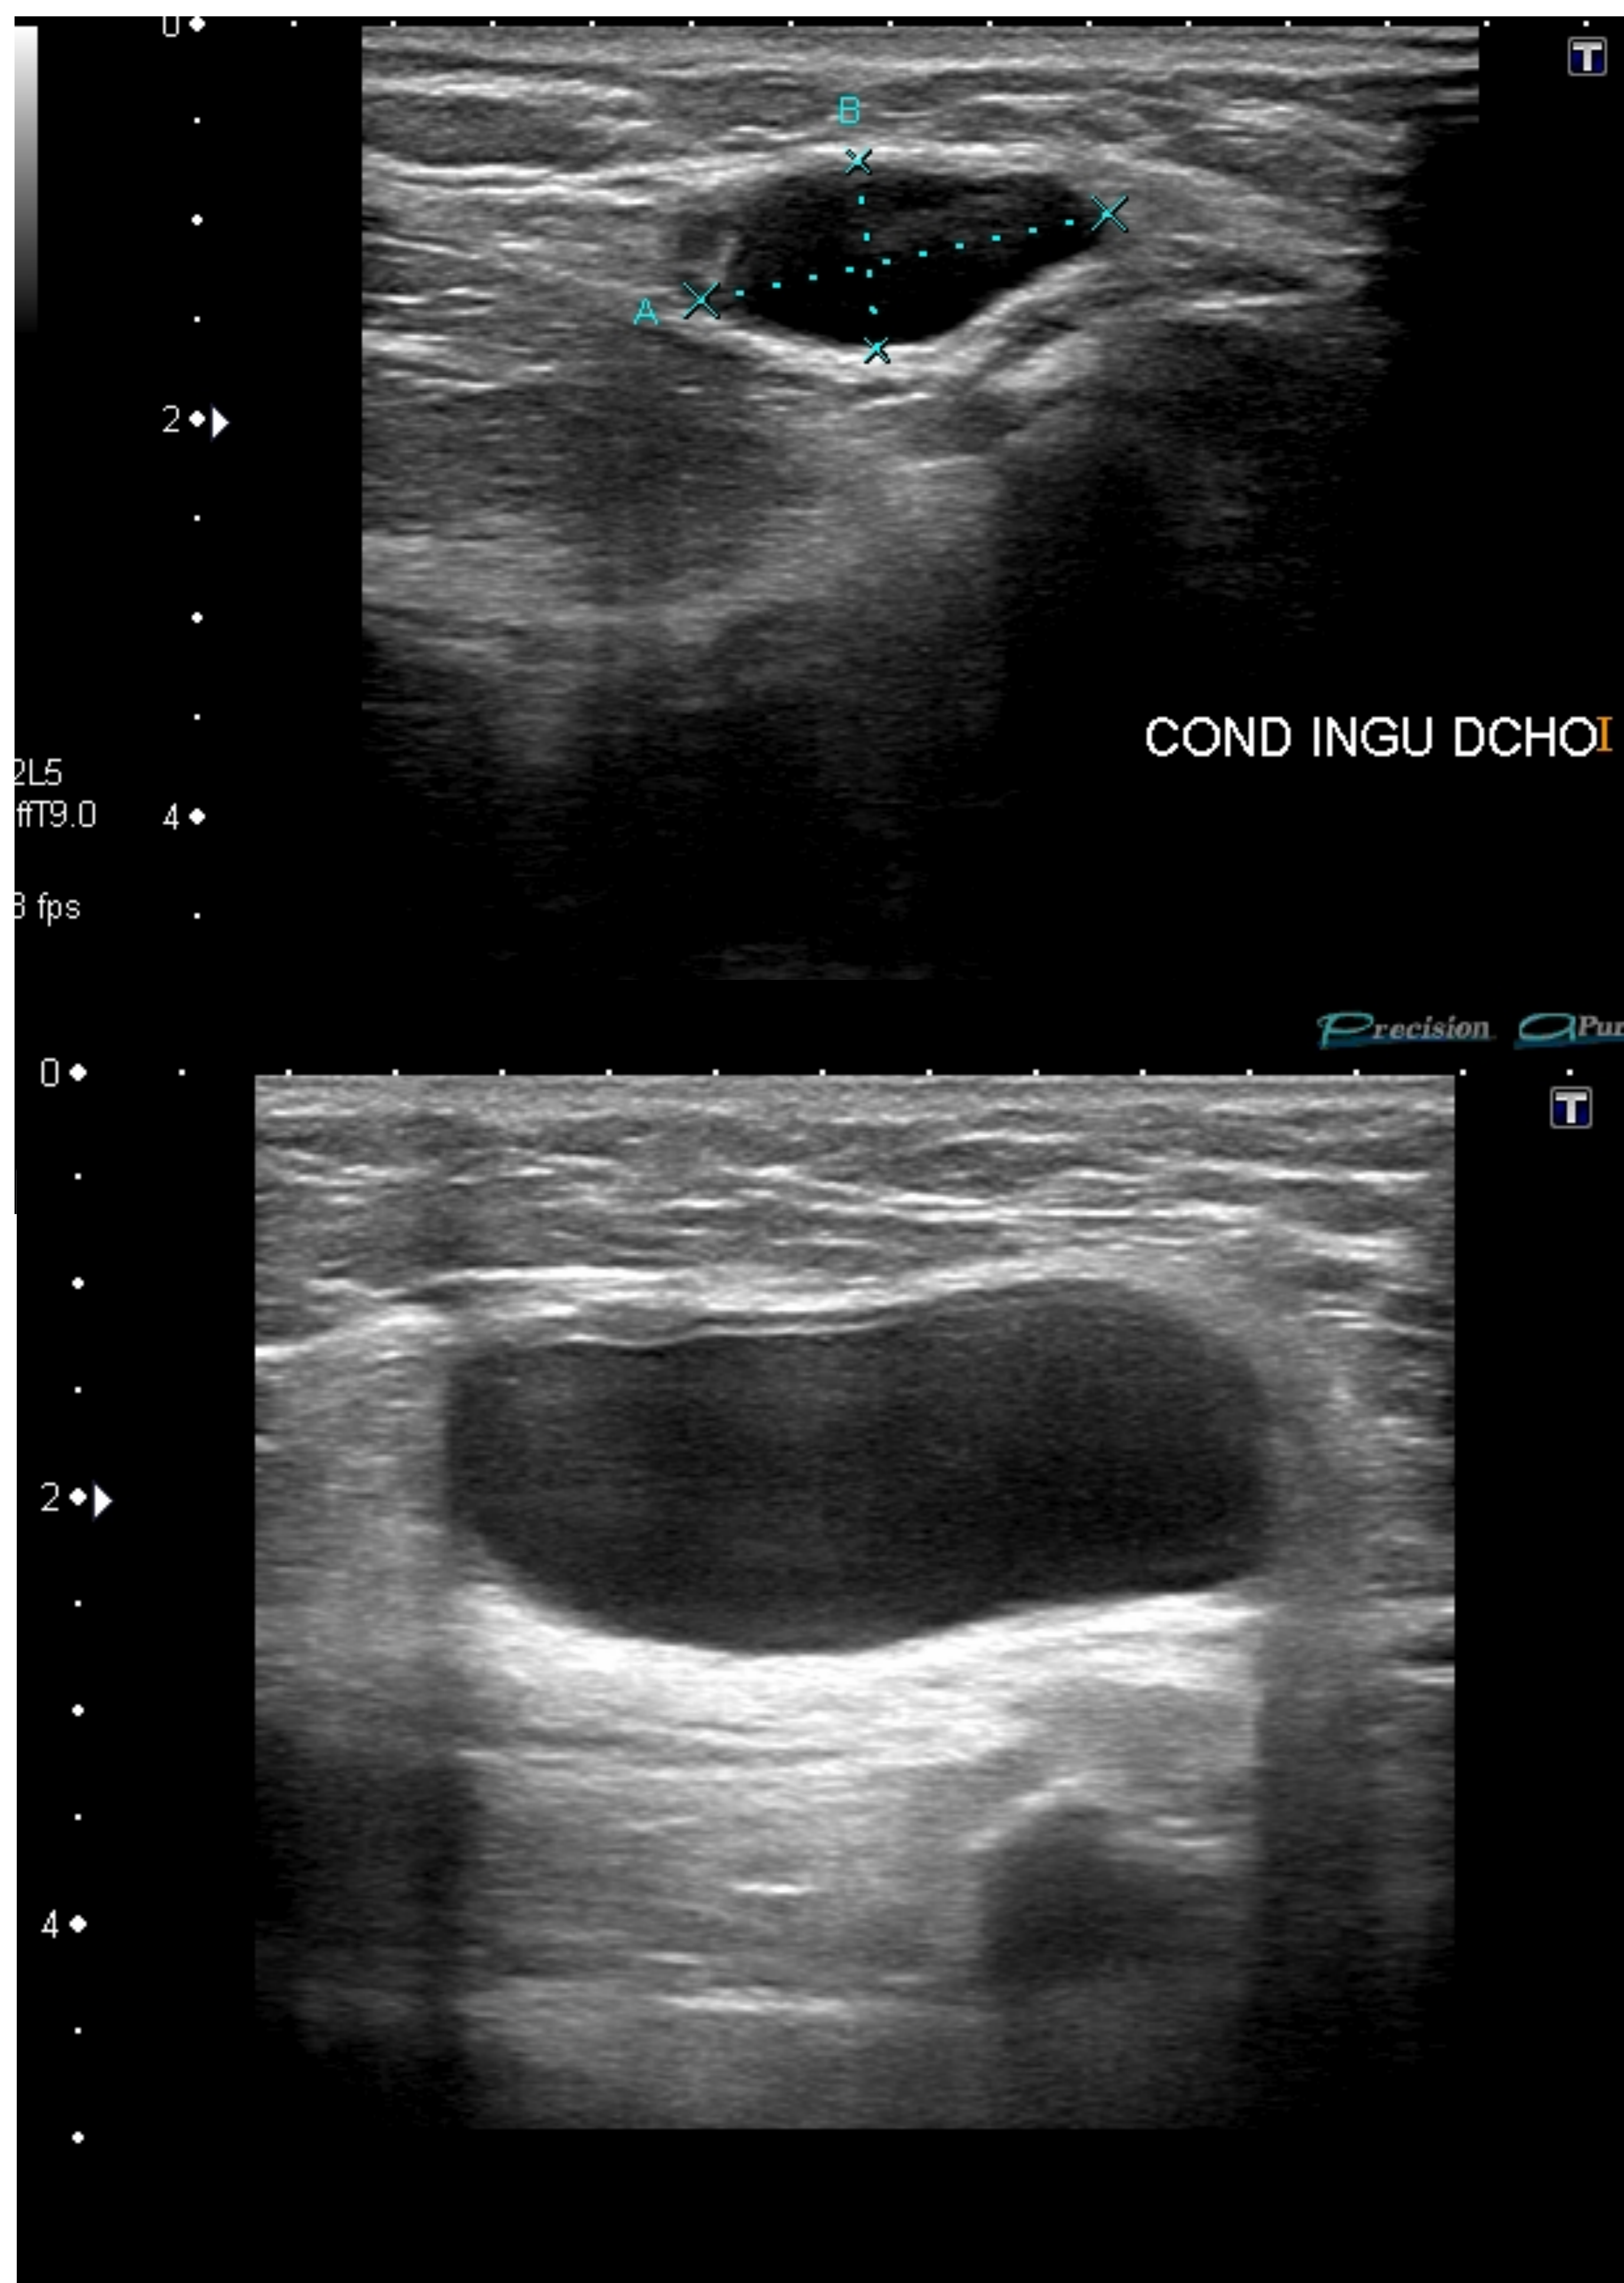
Ecografía inguinal. Quiste de Nuck derecho en mujer de 44 años, que acude por tumefacción inguinal indolora. Hospital Universitario Nuestra Señora de Candelaria.
